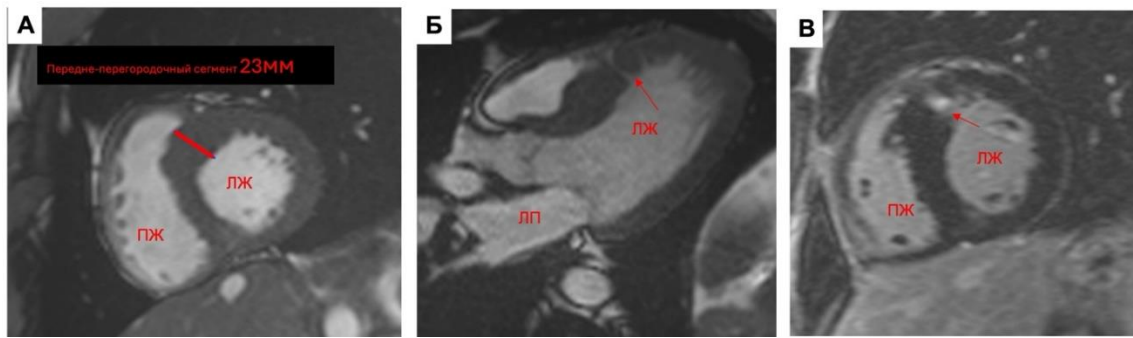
Клинический пример, Пациент К, 31г, профессиональный спортсмен, 26 лет занимается хоккеем, ЖЭС 5495 в сут. и блокада левой ножки пучка Гиса. МРТ сердца: А - короткий срез, кино-последовательность (диастола), визуализируется гипертрофия передне-перегородочного сегмента до 23 мм; Б - 3-камерная плоскость ЛЖ, визуализируются «расщелины» миокарда, которые характерны для генетически-положительных пациентов с ГКМП (стрелка); В – короткий срез, изображение отсроченного контрастирования, визуализируется участок LGE, характерный для ГКМП.
